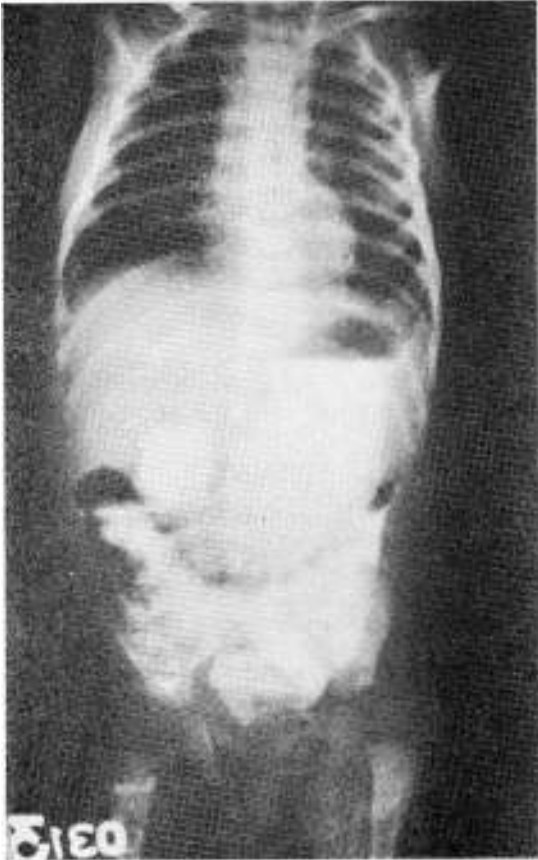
Radiografía del Caso 4. Se ve stop duodenal.
